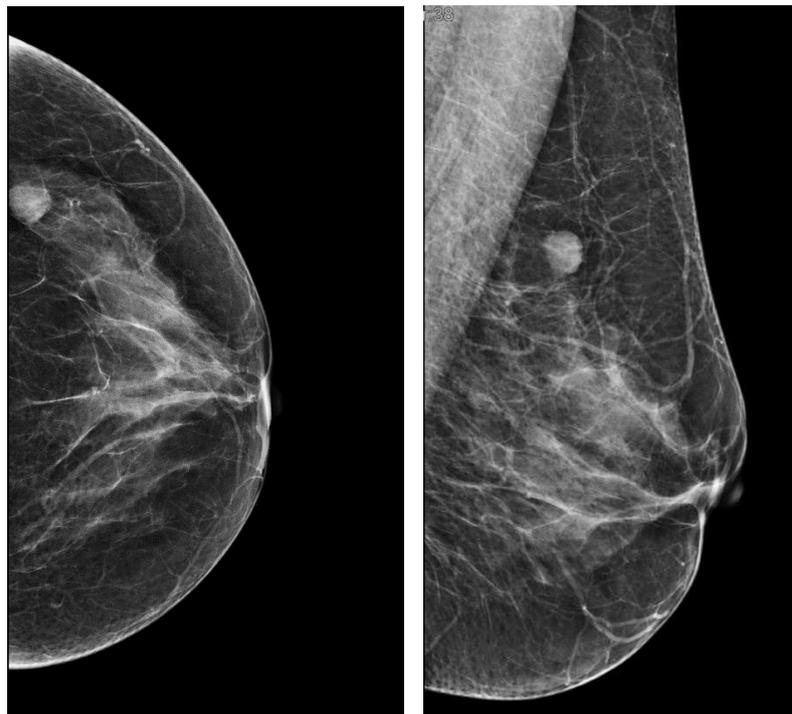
Deux incidences mammographiques de face et MLO du sein gauche. Masse de forme ovale, de contours réguliers, de densité élevée, correspondant à une masse solide homogène classée BI RADS 3.Échographie mammaire un fibroadénome.
